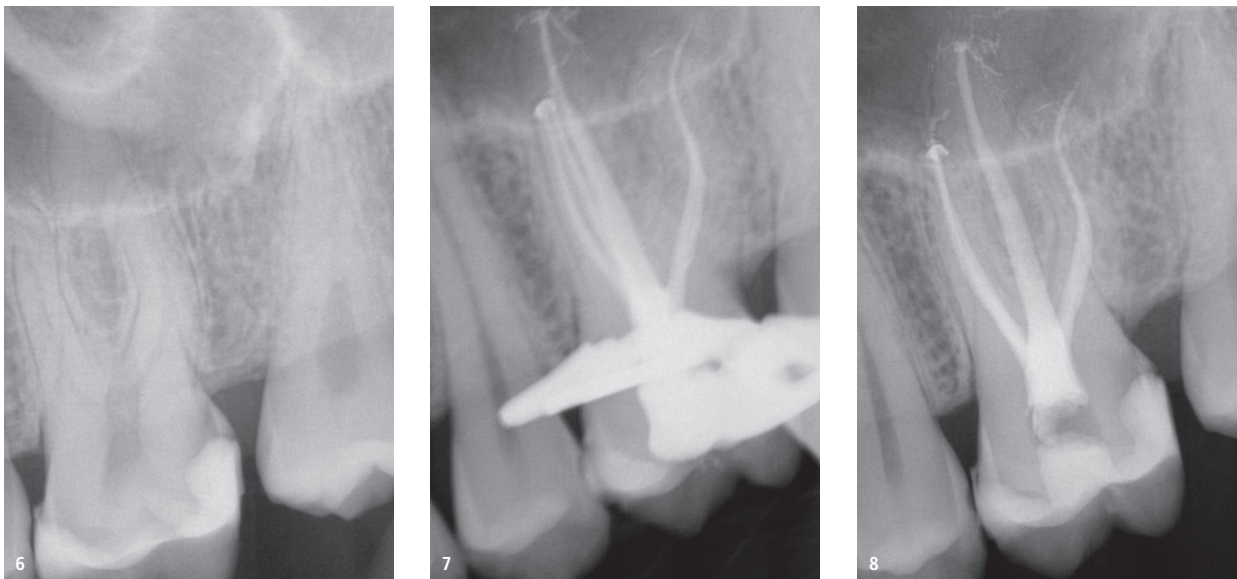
Präoperatives Röntgenbild Zahn 26. Karies unter einer früheren Komposit-Restauration in Nähe der Pulpahöhle. – Abb. 7: Periapikales Röntgenbild mit mesial abgewinkeltem Röntgenstrahl zur Überprüfung der korrekten Obturation des abgetrennten zweiten mesiobukkalen Kanals nach der Behandlung. – Abb. 8: Postoperatives periapikales Röntgenbild.
